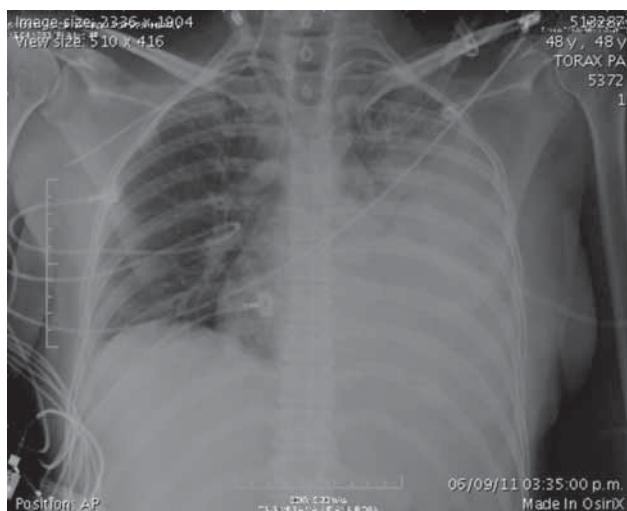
Radiografía simple de tórax: se observan infiltrados, consolidación pulmonar izquierda con broncograma aéreo y disminución del volumen pulmonar.
